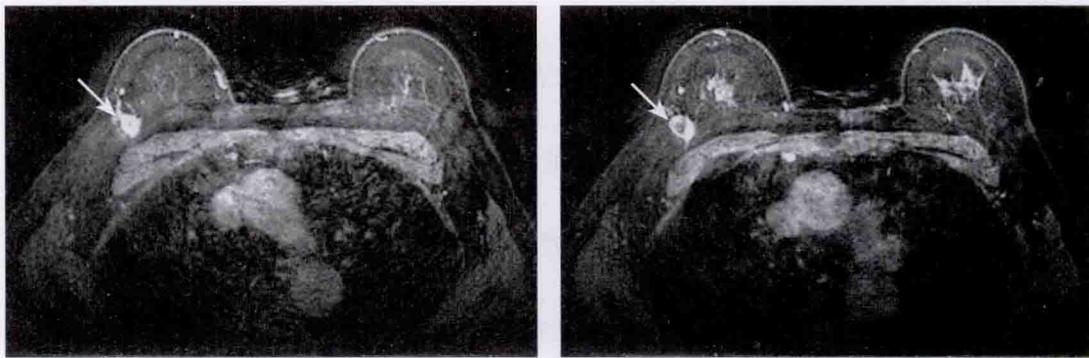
乳腺癌 MRI 表现(T1WI 增强,轴位)
